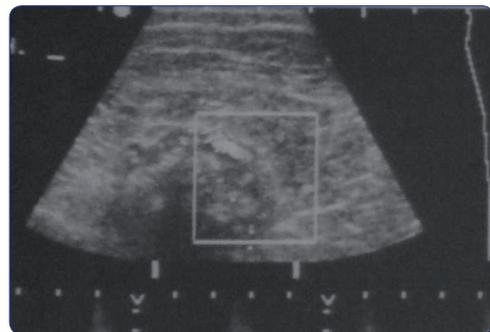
Ecografía de tejidos blandos.
